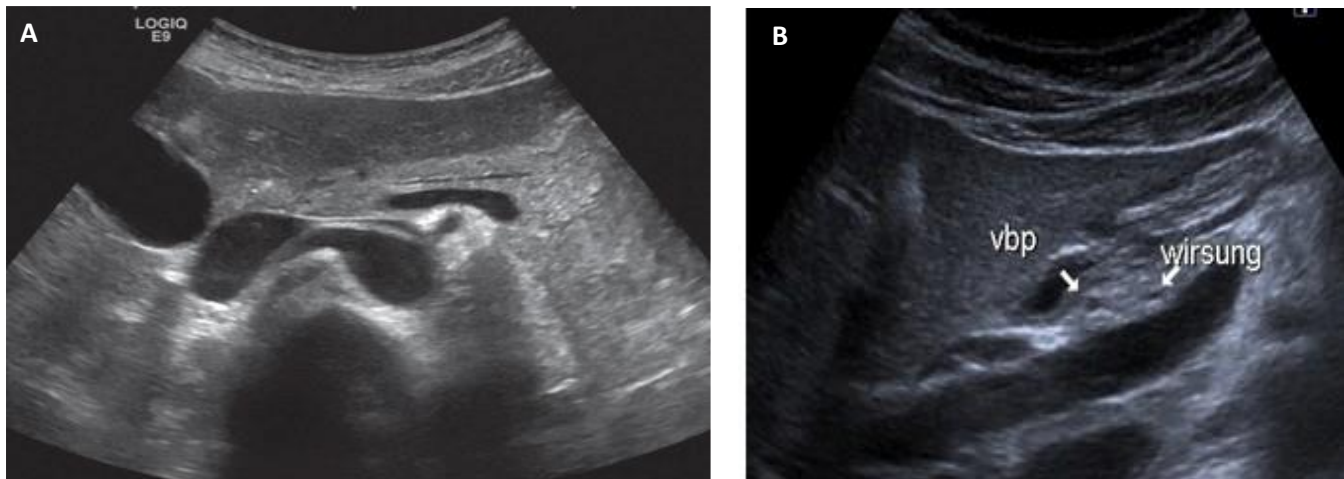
a) Canal corporel en « rail » b) l'aspect échographique normal du CPP au niveau de la tête.[14]
